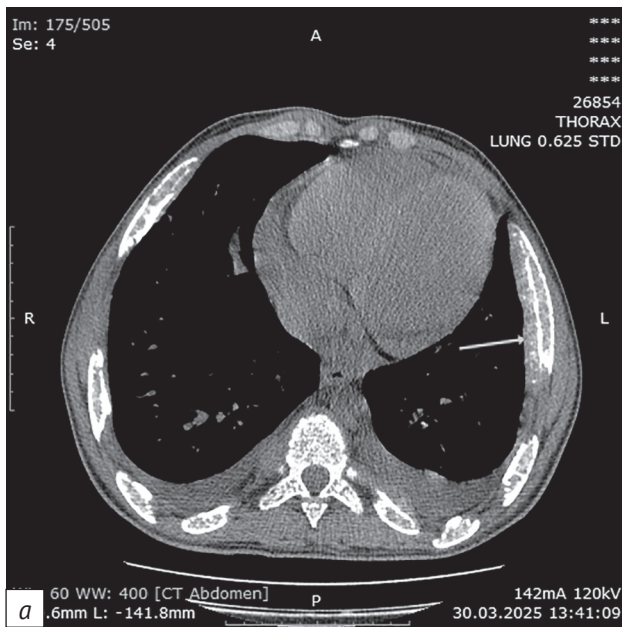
КТ органов грудной клетки. С обеих сторон определяются множественные утолщения ребер с истончением кортикального слоя, эрозиями, периостальной реакцией и формированием мягкотканых инфильтратов по внутреннему контуру (стрелки), представляющие собой экстрамедуллярный гемопоэз (a, b)
